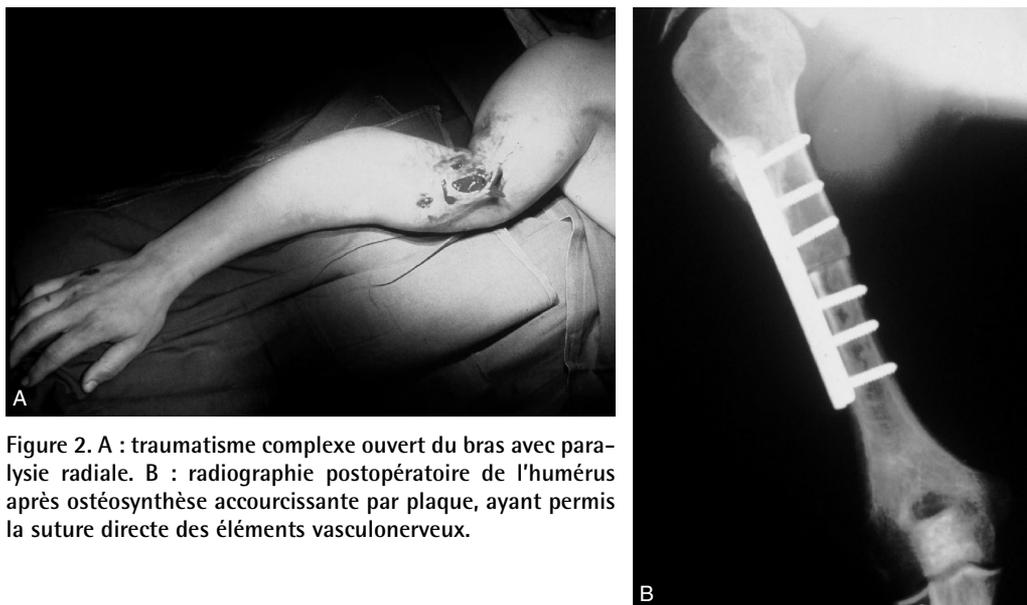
A : traumatisme complexe ouvert du bras avec paralysie radiale. B : radiographie postopératoire de l'humérus après ostéosynthèse accourcissante par plaque, ayant permis la suture directe des éléments vasculonerveux.
